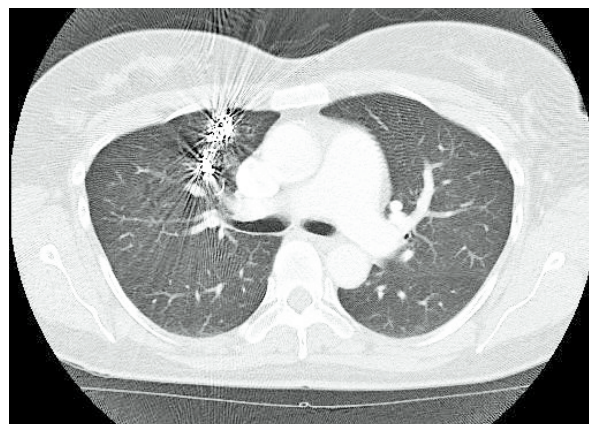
МСКТ ОГК с контрастированием, 18.04.2016, перед выпиской. Эмболизат из спиралей СООК в проекции бывшей артериовенозной аневризмы. Кровоток по приводящему сосуду и контрастирование артериовенозной аневризмы отсутствуют
